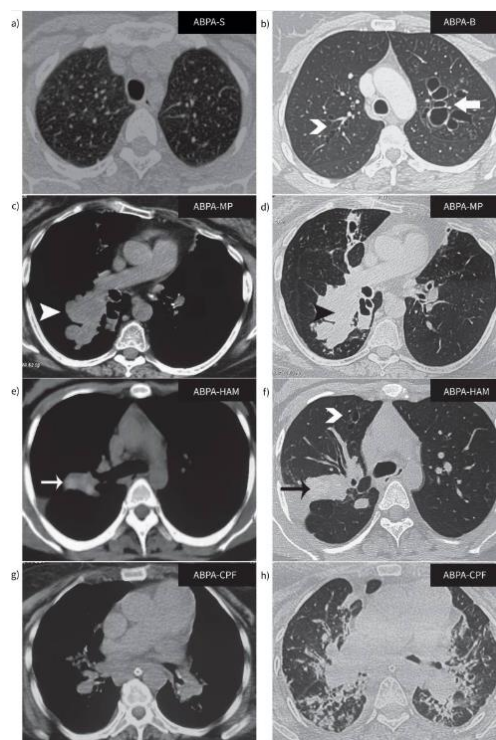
TC de las distintas formas de ABPA. a) ABPA sin bronquiectasias, b) ABPA con bronquiectasias, c) y d) ABPA con tapones de moco, e) y f) ABPA con tapones de moco de alta densidad, g) y h) ABPA con fibrosis pleuropulmonar crónica (6).
